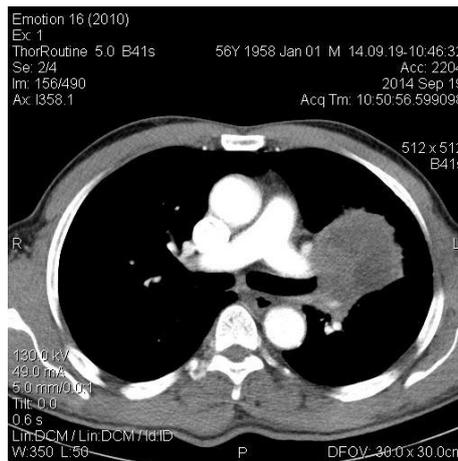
Masse du lobe supérieur gauche à la TDM
